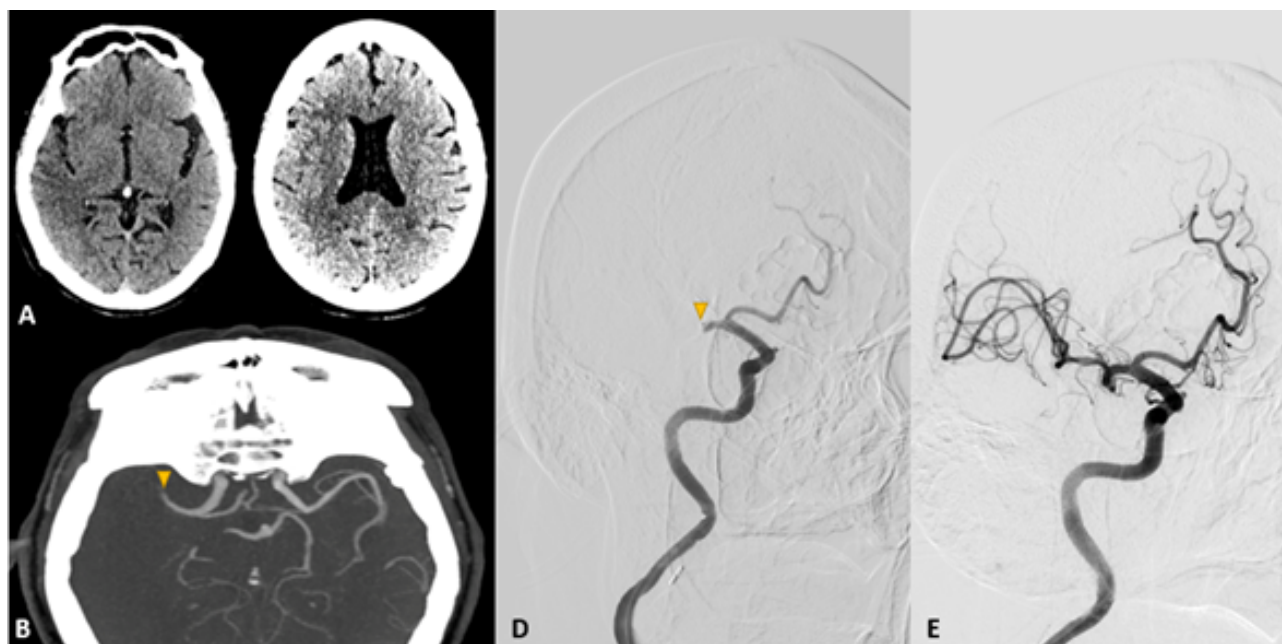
A. Tomografía simple de cráneo en corte axial que demuestra cambios tempranos en el territorio de la ACM derecha (ASPECTS 9 puntos). B y C Angiotomografía cerebral con reconstrucción MIP axial y angiografía cerebral con sustracción digital en proyección OAD (oblicua anterior derecha) donde se observa oclusión de la ACM derecha en segmento M1 (cabeza de flecha). D. Angiografía cerebral con sustracción digital que muestra recanalización completa después del primer pase con técnica de aspiración y stent retriever.
